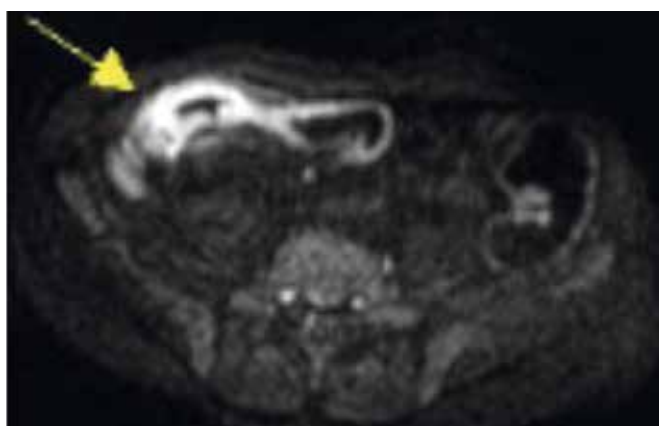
DWI. Intensa restrizione del segnale in corrispondenza della parete dell'ansa patologica.
